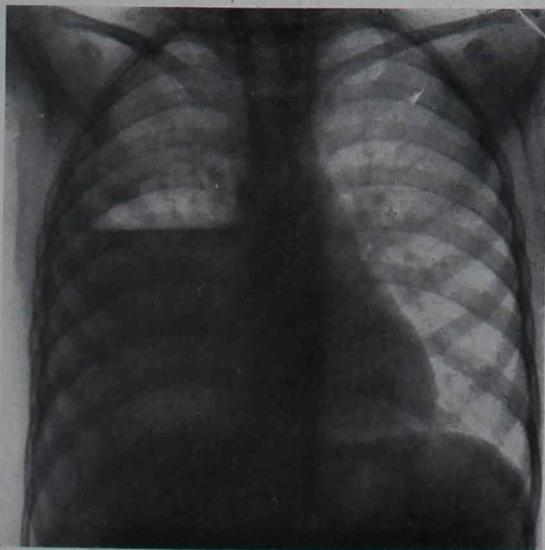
º 4.—Rafael D.—Radiografía del 15 de octubre de 1934
